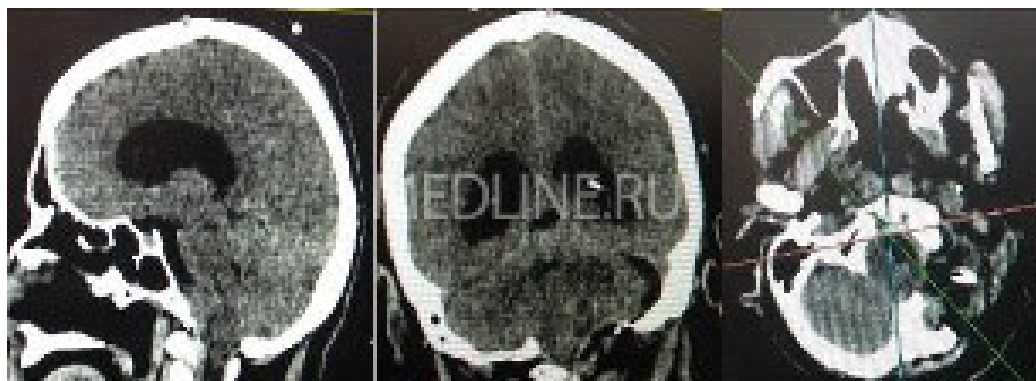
Контрольная КТ с контрастированием.
